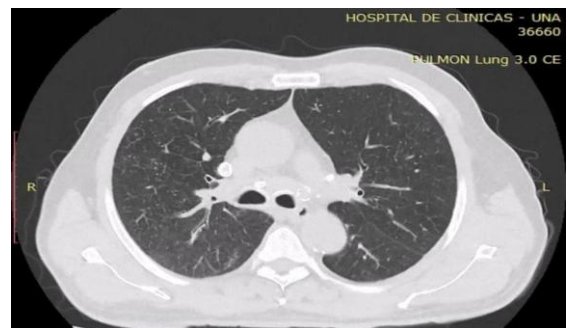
Imagen de tomografía computarizada de tórax donde se observa infiltrado centro-nodulillar, con aspecto de árbol en brote
